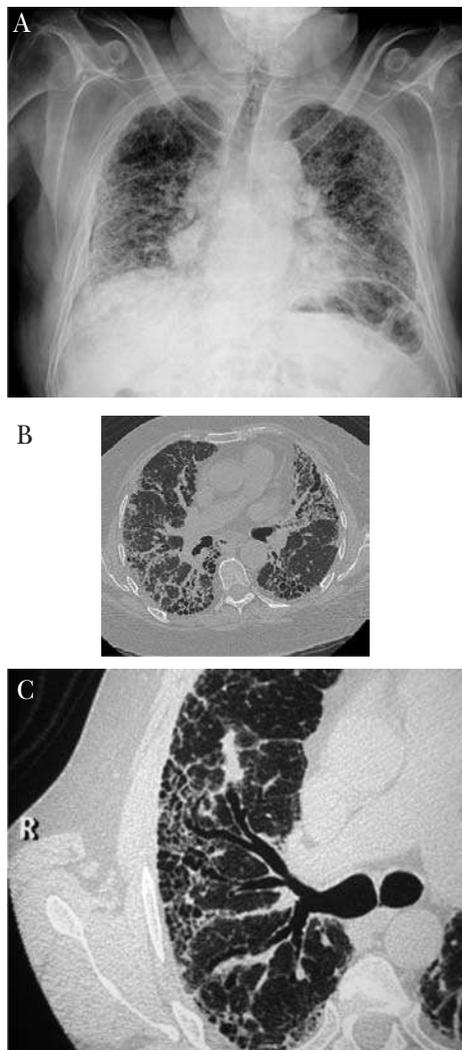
Paciente diagnosticada de neumonía intersticial usual. A) La radiografía de tórax muestra afectación intersticial bilateral. B y C) En la tomografía computarizada de alta resolución aparece reticulación periférica, áreas de panal y bronquiectasias por tracción en relación con fibrosis pulmonar.
